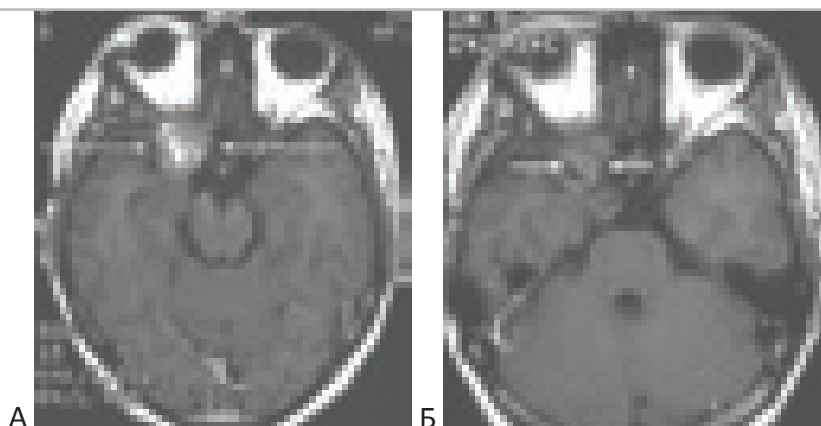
МРТ больного с краевым рецидивом хордомы в области переднего наклонённого отростка и малого крыла клиновидной кости справа. Рецидив опухоли наступил после операции – удаления опухоли sellarной локализации и после радиотерапии протонным пучком. Больной В-в 17 лет. “А” – до радиохирургии. “Б” – динамика спустя 1 год после радиохирургии на установке “Гамма-нож”.
